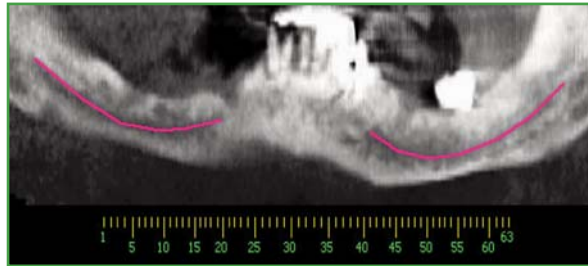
Tomografía computada.
